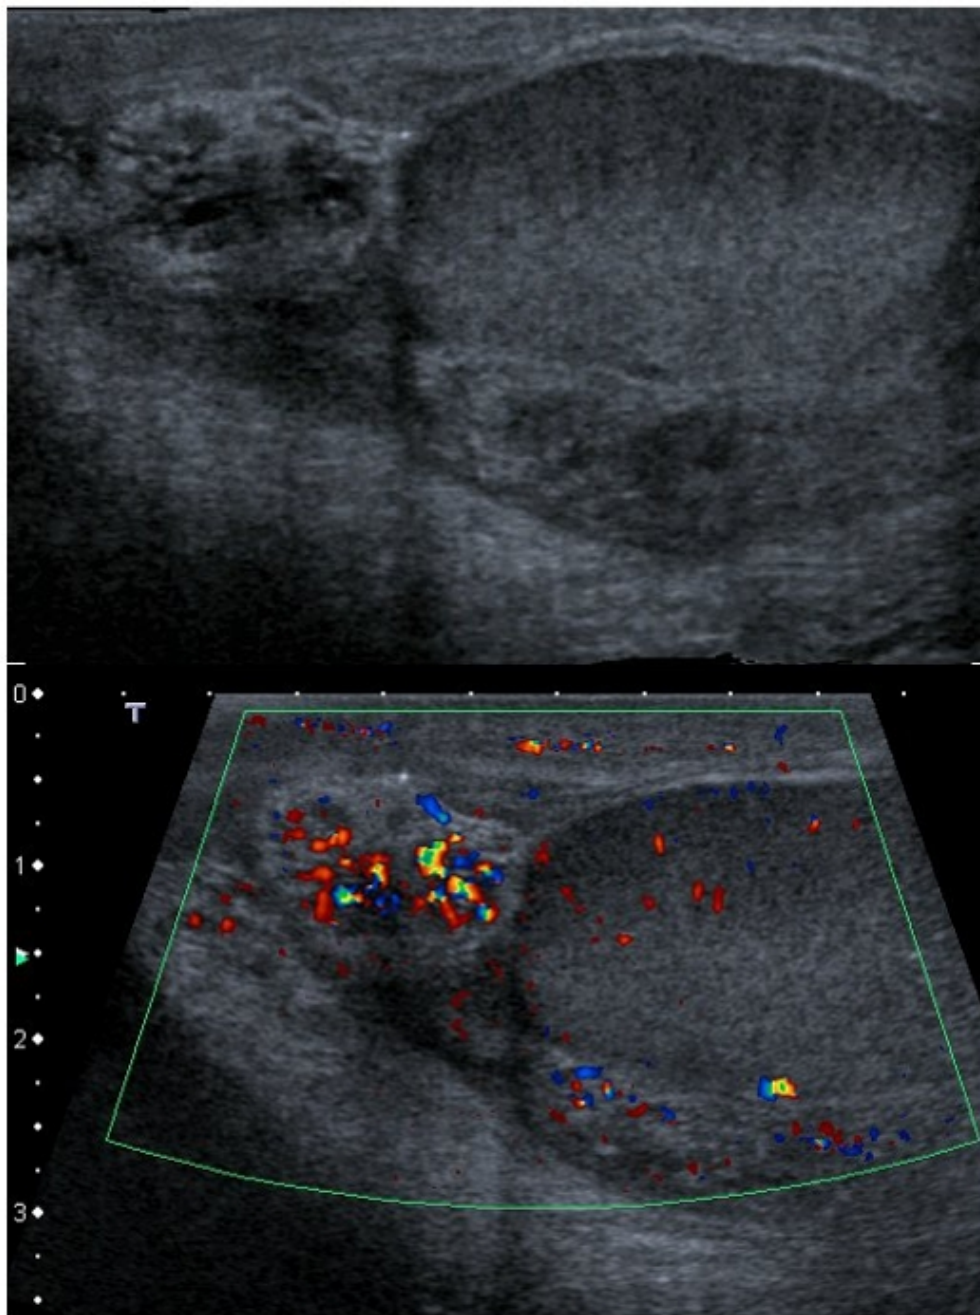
Sonographischer Befund einer Nebenhodenentzündung ohne und mit Farbdoppler-Einsatz. Nebenhoden verdickt und inhomogen, Durchblutung des Nebenhodens verstärkt. Die Abbildung wurde freundlicherweise von Herrn Dr. Schneble, Kinderklinik St. Hedwig, Regensburg zur Verfügung gestellt.
